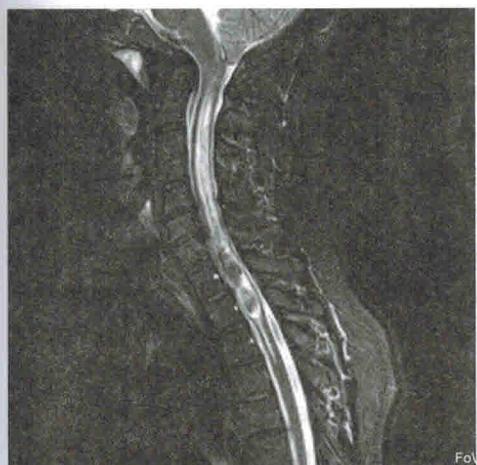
Больная Д., 49 лет. МРТ, Т2-режим: сирингомиелия на протяжении всего шейного и частично грудного отделов спинного мозга с увеличением последнего в диаметре
